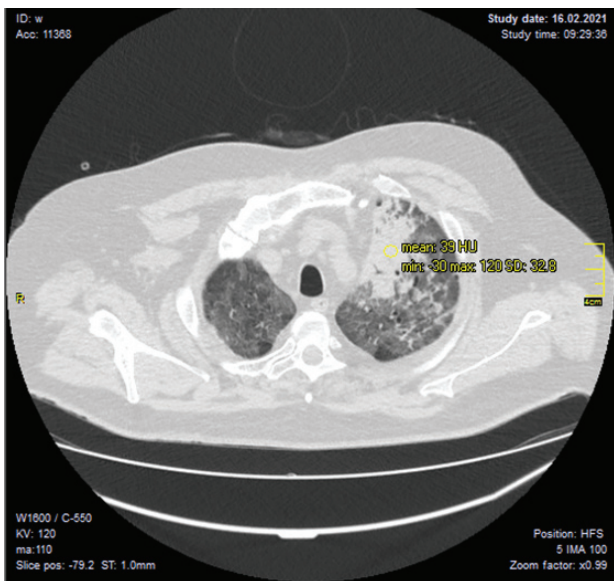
Аксиальный срез КТ больной С., 1972 г. рождения от 16.02.2021 г.
